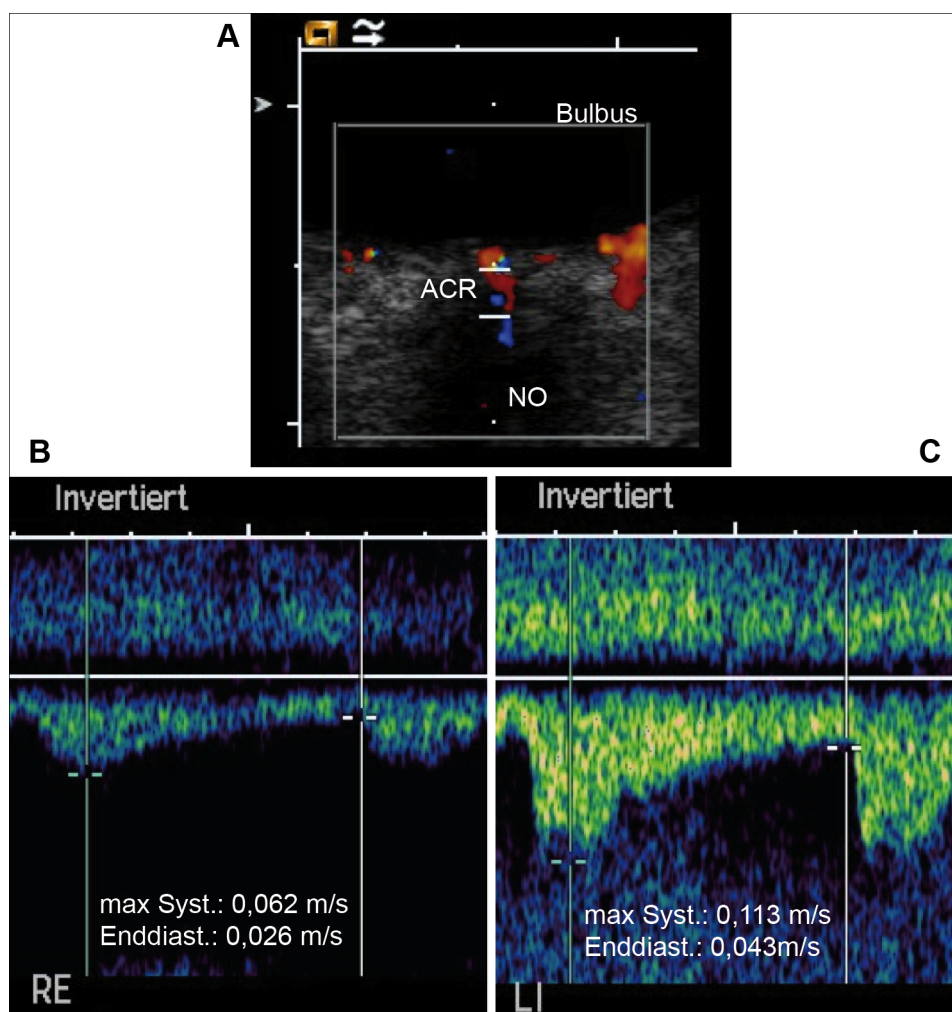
Sonographische transorbitale Messung der A. centralis retinae (ACR) Flussgeschwindigkeiten bei einem Patienten mit rechtsseitigem Verschluss der A. carotis interna (ACI) und ipsilateral aktivierter
